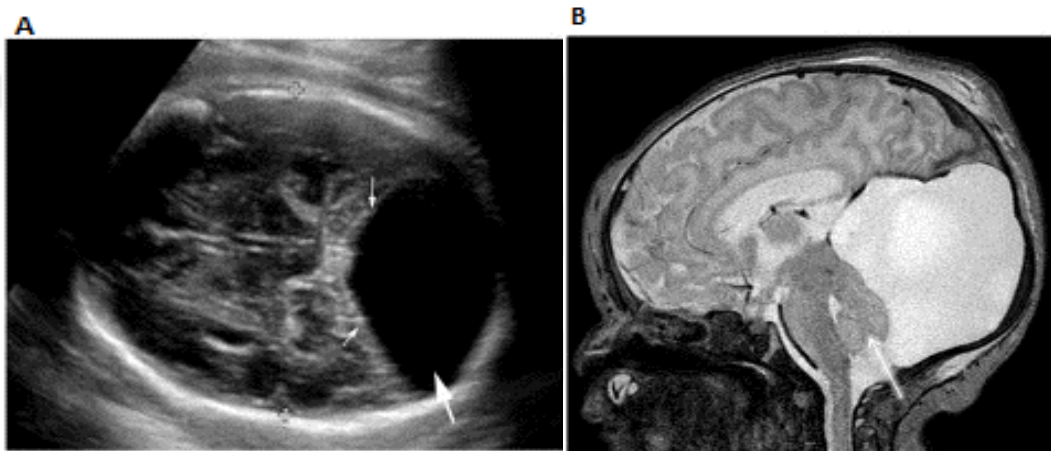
Blake poş kistinin ultrasonografik ve MRG görünümü;
